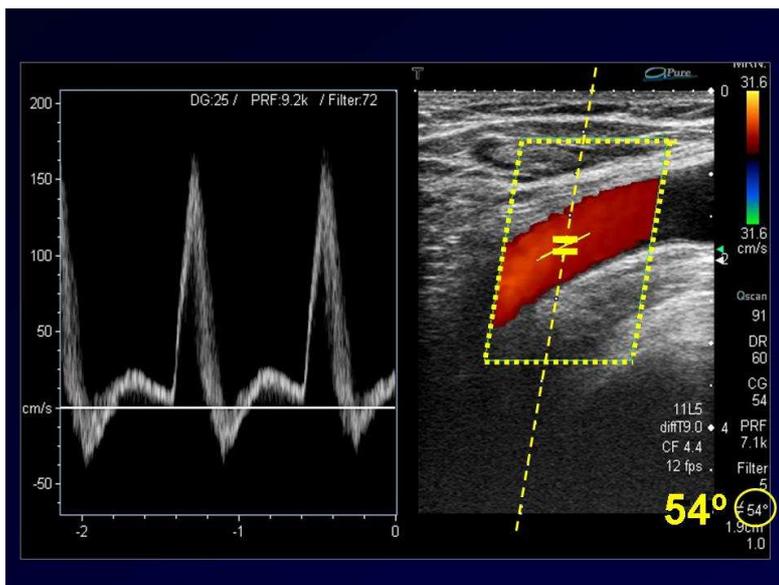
Caja de color estrecha y angulada en la dirección del vaso. Volumen de muestra en el centro del vaso. Adecuado ángulo Doppler.
